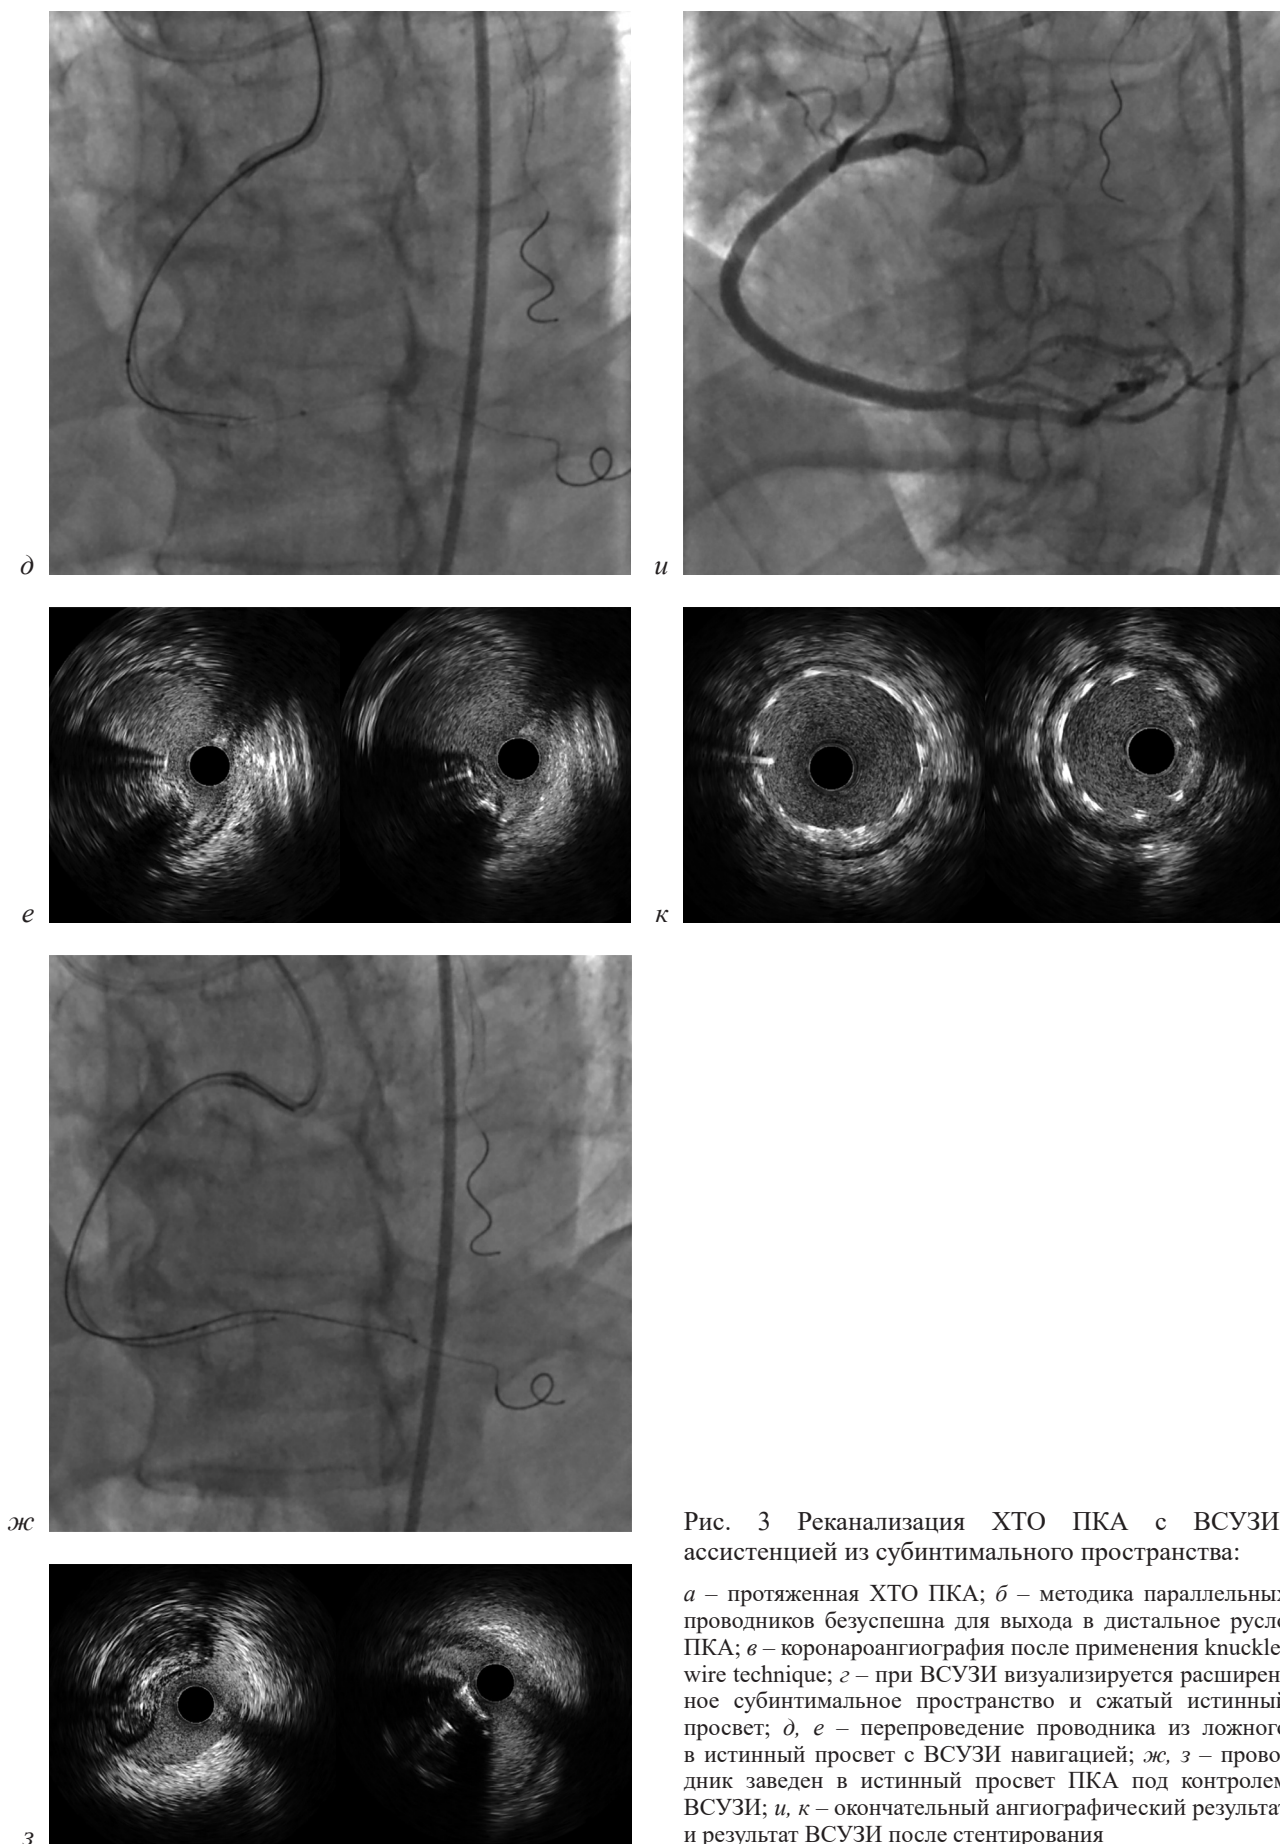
Реканализация ХТО ПКА с ВСУЗИ-ассистенцией из субинтимального пространства:
